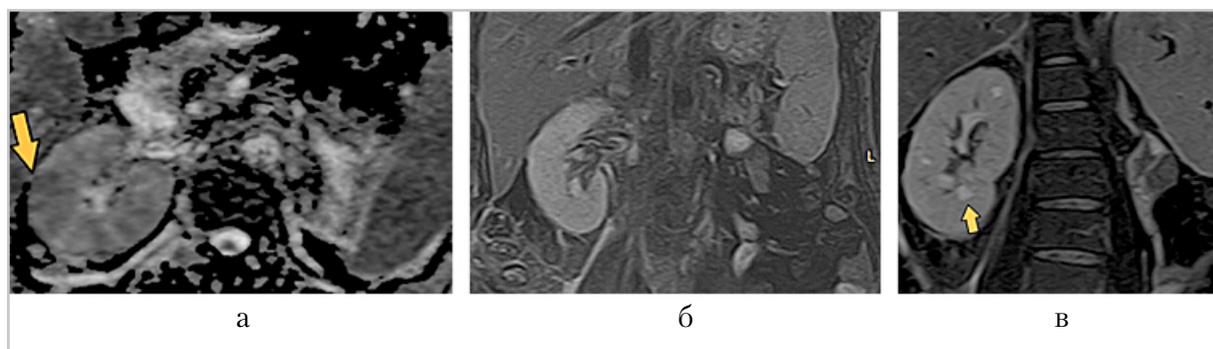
МР-томограммы брюшной полости и забрюшинного пространства пациента О., 49 лет, на 3-и сут после травмы: аксиальные ДВИ (а), коронарные T2 FSat (б, в) изображения, где определяются очаги ограничения диффузии и множественные жидкостные очажки, которые соответствуют апостематозному пиелонефриту (оранжевые стрелки)
